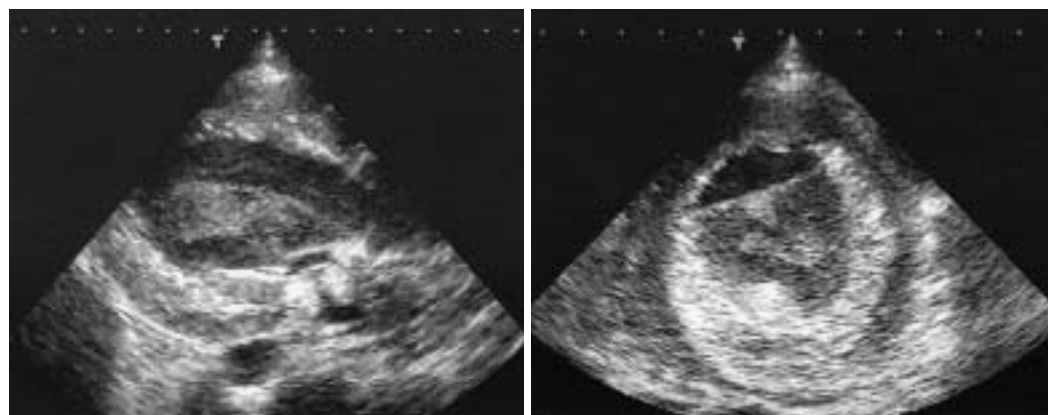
Echocardiograms recorded 4 hr after introduction of percutaneous cardiopulmonary support showing that massive thrombus had developed rapidly and occupied the left ventricle
